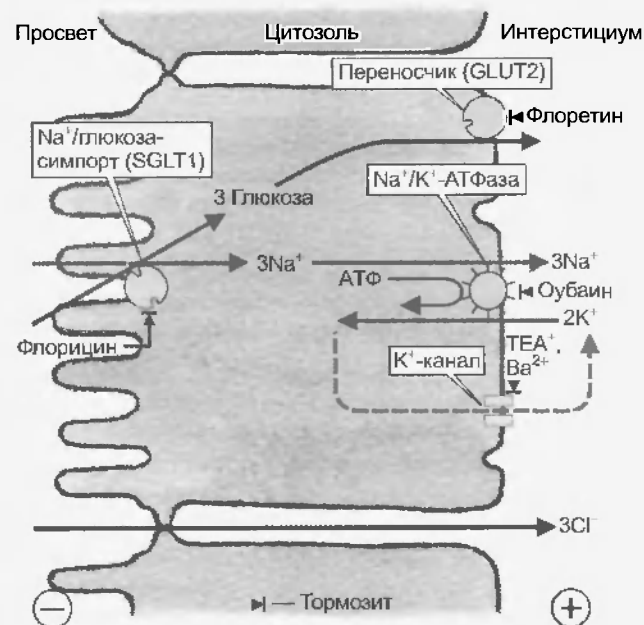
Сопряженная реабсорбция ионов  $\text{Na}^+$ ,  $\text{Cl}^-$  и глюкозы в тонком кишечнике (прежде всего в тощей кишке). Направленный в клетку электрохимический градиент  $\text{Na}^+$ , который поддерживается  $\text{Na}^+/\text{K}^+$ -АТФазой, служит движущей силой для люминального переносчика (SGLT1), с помощью которого по механизму вторично-активного транспорта  $\text{Na}^+$  и глюкоза поступают в клетку (симпорт). Поскольку ион  $\text{Na}^+$  имеет заряд, а глюкоза нейтральна, то люминальная мембрана деполяризуется (электрогенный транспорт). Содержимое пищеварительной трубки приобретает отрицательный заряд, который способствует реабсорбции  $\text{Cl}^-$  через плотные межклеточные контакты. Глюкоза покидает клетку через базолатеральную мембрану по механизму облегченной диффузии (переносчик глюкозы GLUT2). В результате на один затраченный моль АТФ реабсорбируется три моля  $\text{NaCl}$  и три моля глюкозы. Механизмы реабсорбции нейтральных аминокислот и целого ряда органических веществ похожи на описанный для глюкозы
